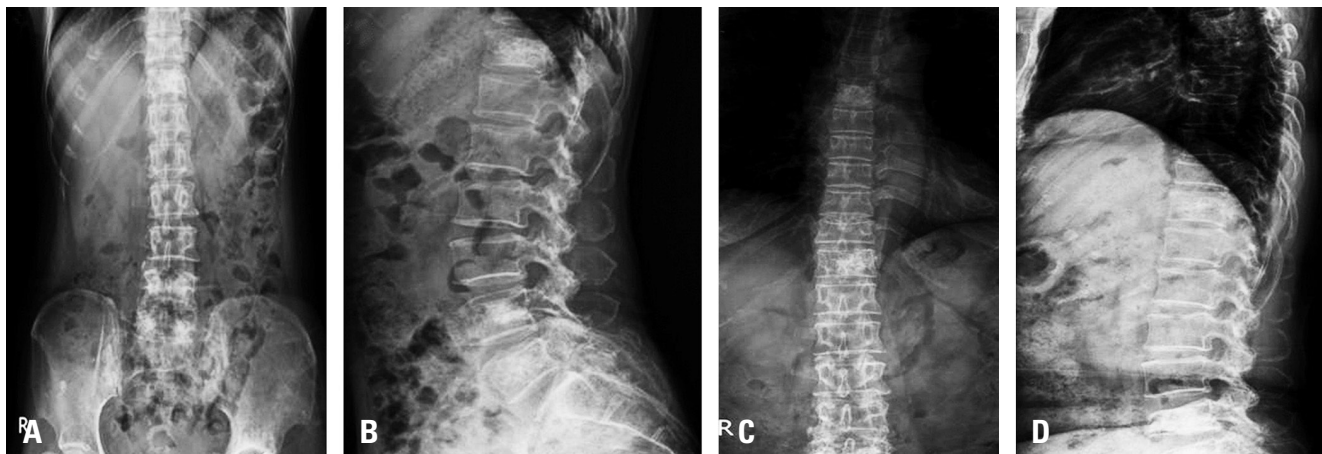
Postoperative anteroposterior (A) and lateral (B) radiographs of a 66-year-old female treated with radiofrequency ablation with vertebroplasty for uterine cancer spine bone metastasis at T6, L5, and S1. Her last follow-up anteroposterior (C) and lateral (D) radiographs 8 years later show some bone subsidence.
